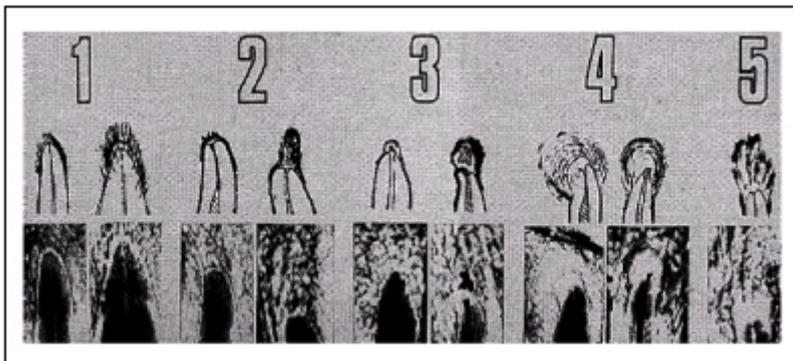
Referencia visual del índice periapical. (Tomado de Eriksen, 1998)
